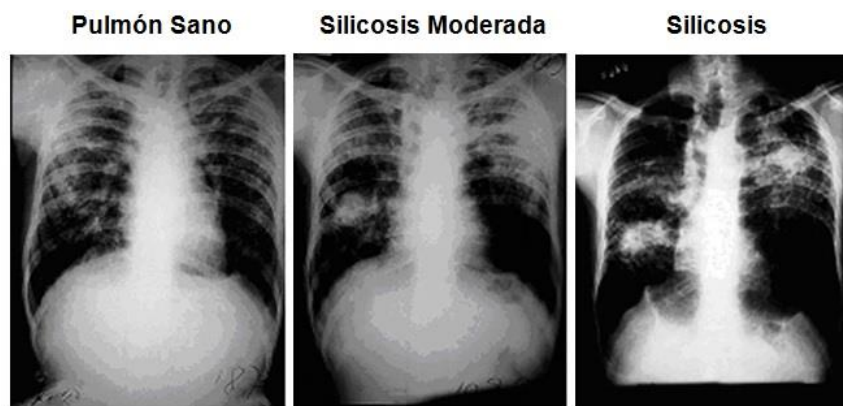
Comparativa de una radiografía de tórax de 3 pulmones: Pulmón sano, Pulmón con Silicosis moderada y Pulmón con Silicosis (Daño grave).
